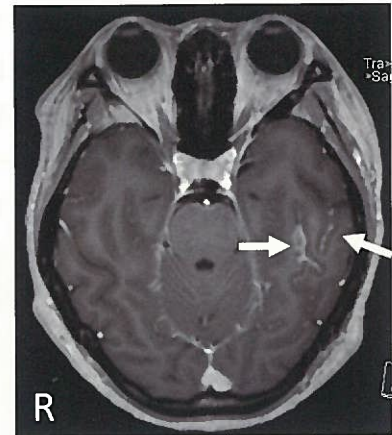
頭部造影MRI：脳溝に沿った造影を認める(矢印)
